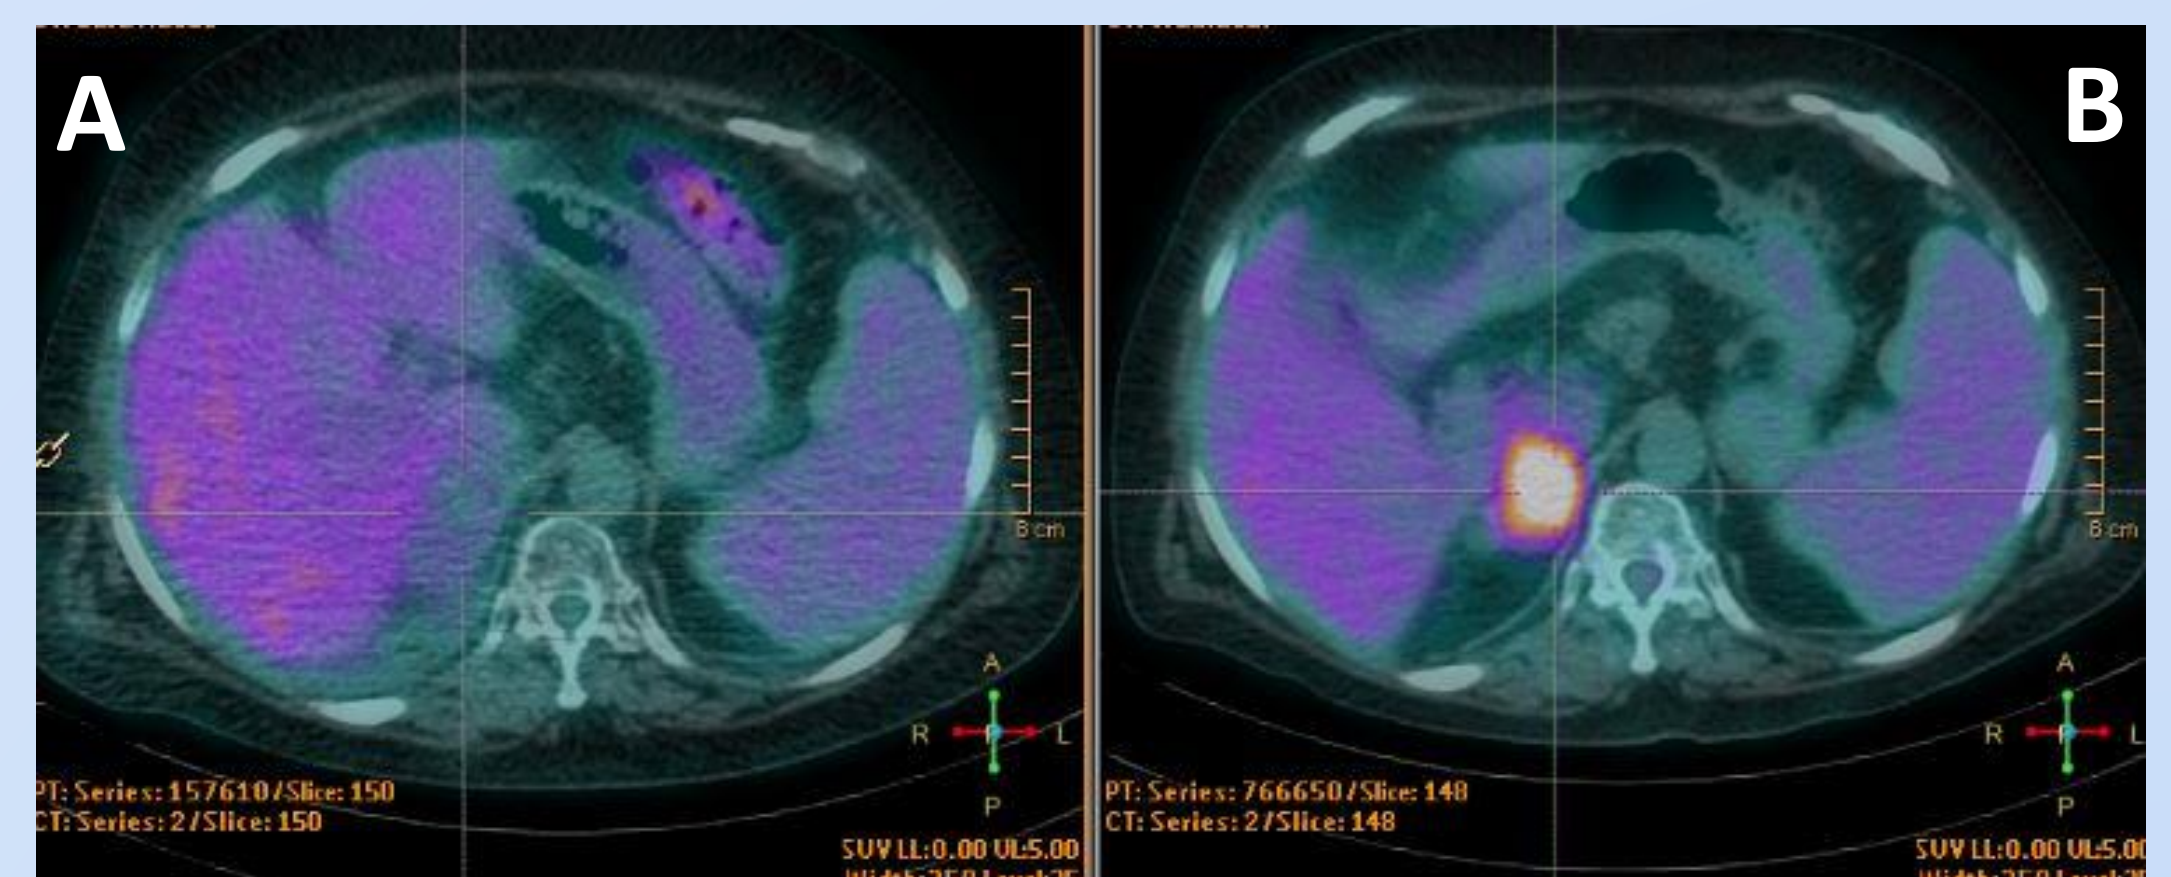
PET-TC pós RT (A) evidenciando regressão da massa tumoral inicial (B).
